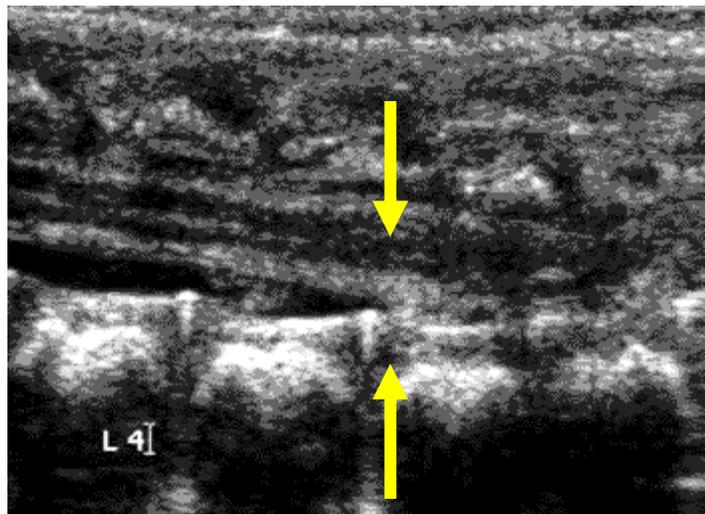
USG mismo paciente con espina anclada y lipoma
